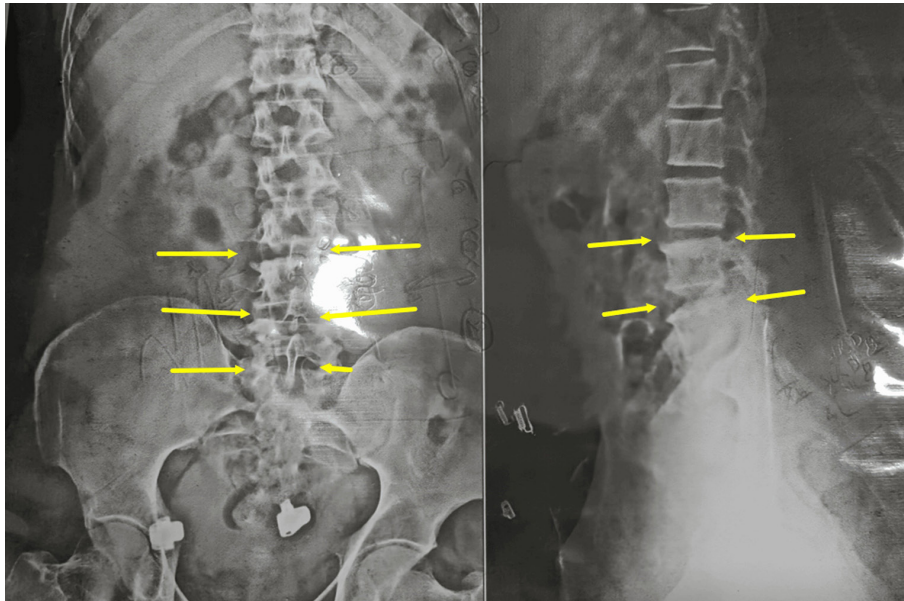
X-ray of the Lumbar spine (AP view) showing degenerative changes from L3 to S1
